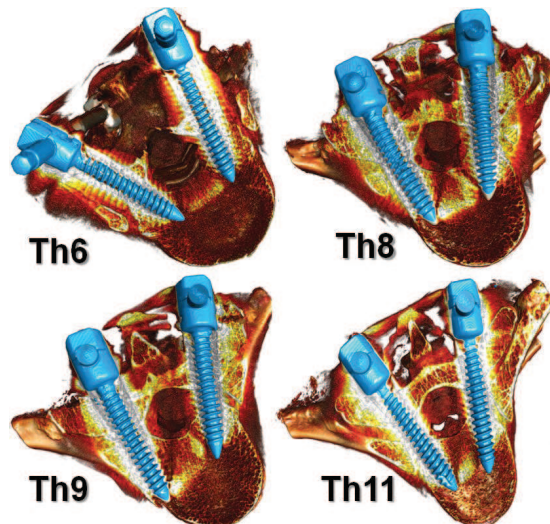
Trójwymiarowa rekonstrukcja TK preparatu kostnego w 2 rzutach
